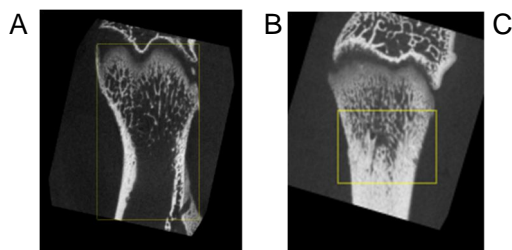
大腿骨のマイクロ CT 画像と骨密度計測結果
